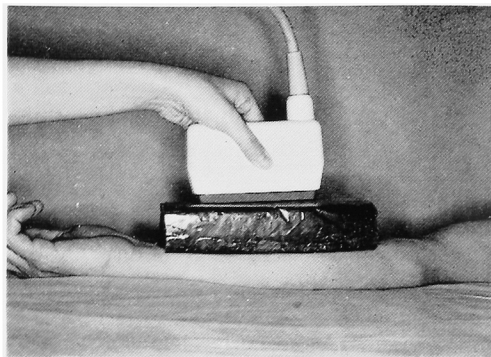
The ultrasonic examination method used for blood access cases involved a block of solidified paraffin placed between the probe and the skin.
